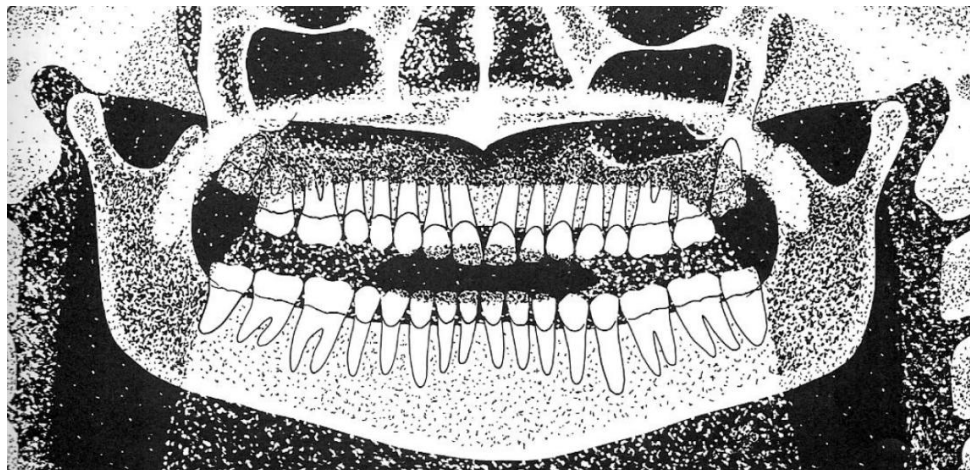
Sagittaalitaso kiertynyt vasemmalle. (Kirjasta Langland O. et al. Panoramic Radiology. 1982.)
